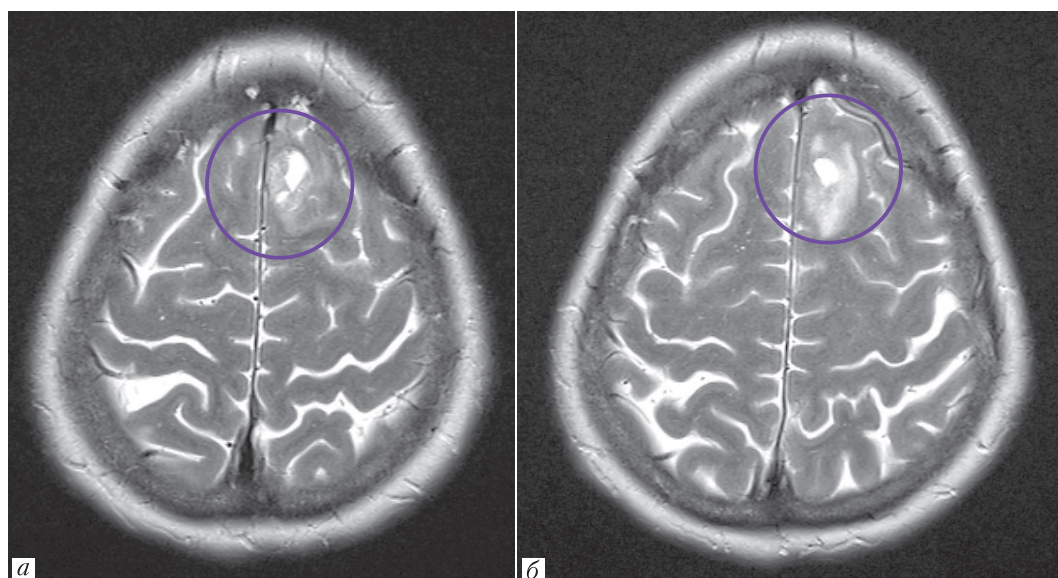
Магнитно-резонансная томография головного мозга с внутривенным контрастированием от 04.2024. В передних отделах левой лобной доли визуализируется объемное образование с перифокальным отеком (а, б)
